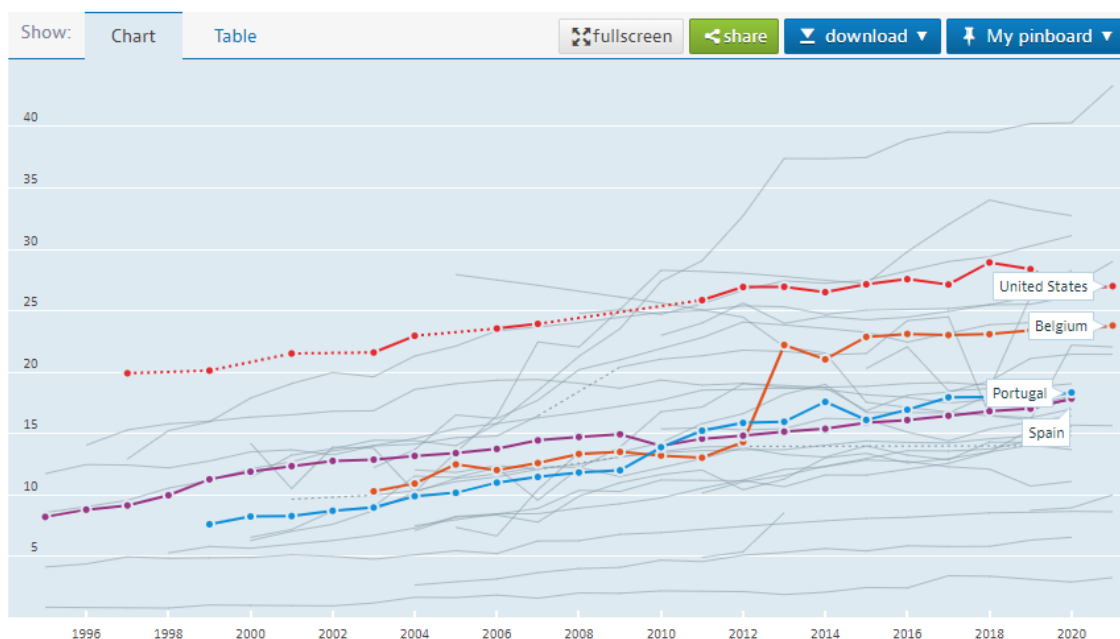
Evolução de equipamentos de tomografias computadorizadas (Dados disponibilizados pela OECD em <https://data.oecd.org>).
